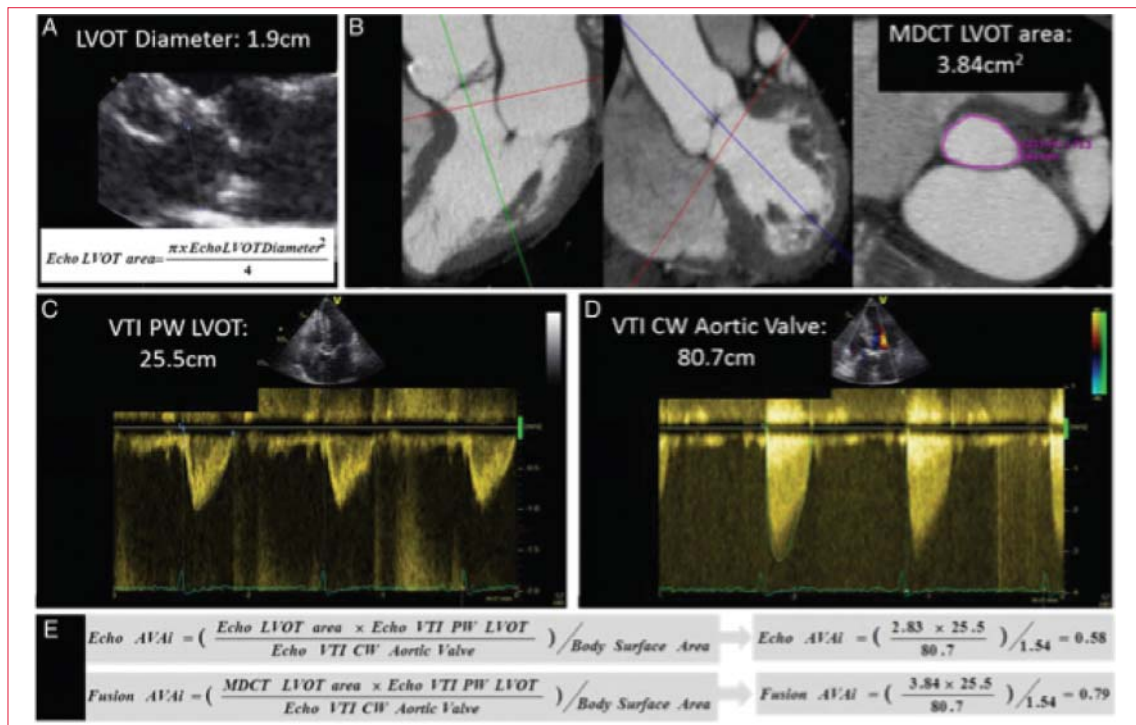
Cuantificación del área de la válvula aórtica mediante imagenología de fusión en un caso de estenosis aórtica. En la práctica clínica actual se utilizan ecocardiografía Doppler y bidimensional para calcular el área de la válvula aórtica (paneles A, C, D y E): el diámetro del tracto de salida del VI (TSVI) se mide a partir del eje largo paraesternal, y el flujo de TSVI y el gradiente de la válvula aórtica se miden con Doppler de onda continua y pulsada. El área por fusión de la válvula aórtica se calcula introduciendo el área transversal verdadera del TSVI medido con MDCT (panel B) en la ecuación de Bernoulli (panel E). En este ejemplo en particular, un índice de área de la válvula aórtica de 0,58 cm²/m² calculado con ecocardiografía (Echo AVAi) indica una estenosis aórtica severa, mientras que utilizando el área transversal de MDCT del TSVI, el índice del área de la válvula aórtica (fusión AVAi) aumenta a 0,79 cm²/m², indicando una estenosis aórtica moderada. Reproducido con permiso de Kamperidis y colaboradores⁽³⁸⁾
